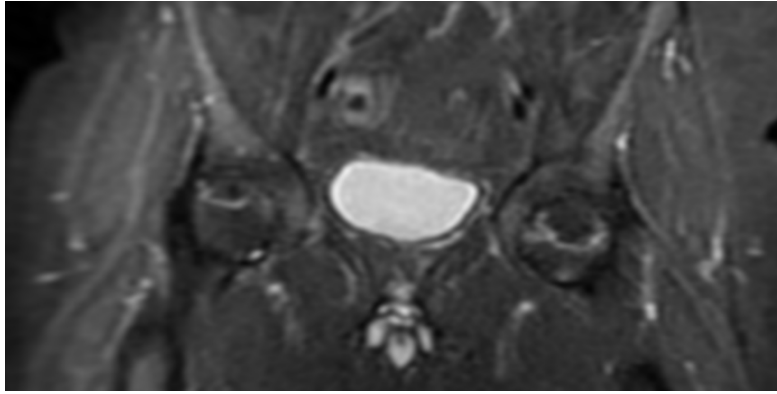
RM de caderas. Signo de la doble línea bilateral.
